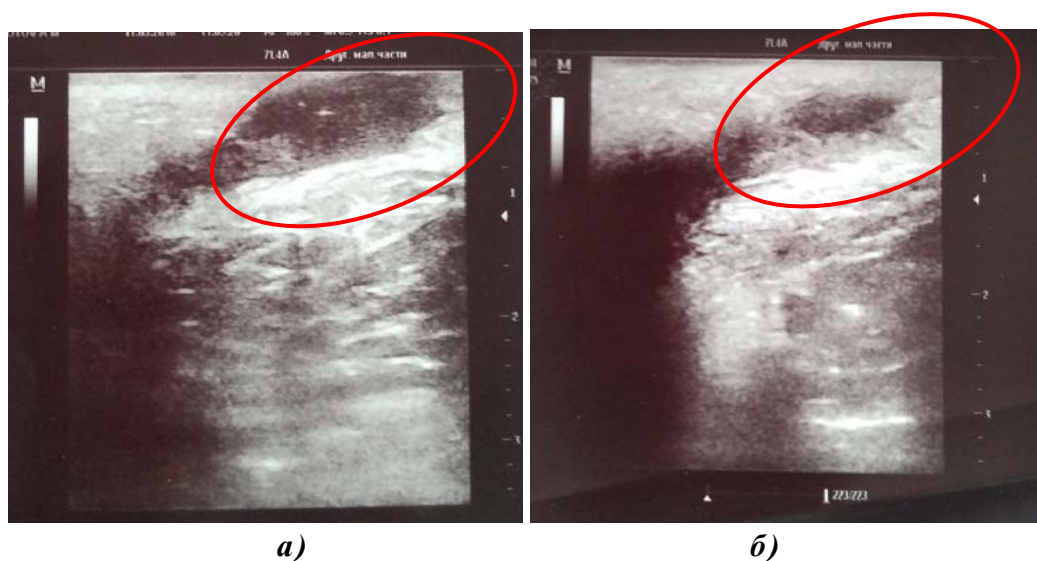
УЗИ картина с линейным датчиком объёма гнойной полости до санации в начале предоперационной подготовки (а) и после санации (б) в конце предоперационной подготовки
